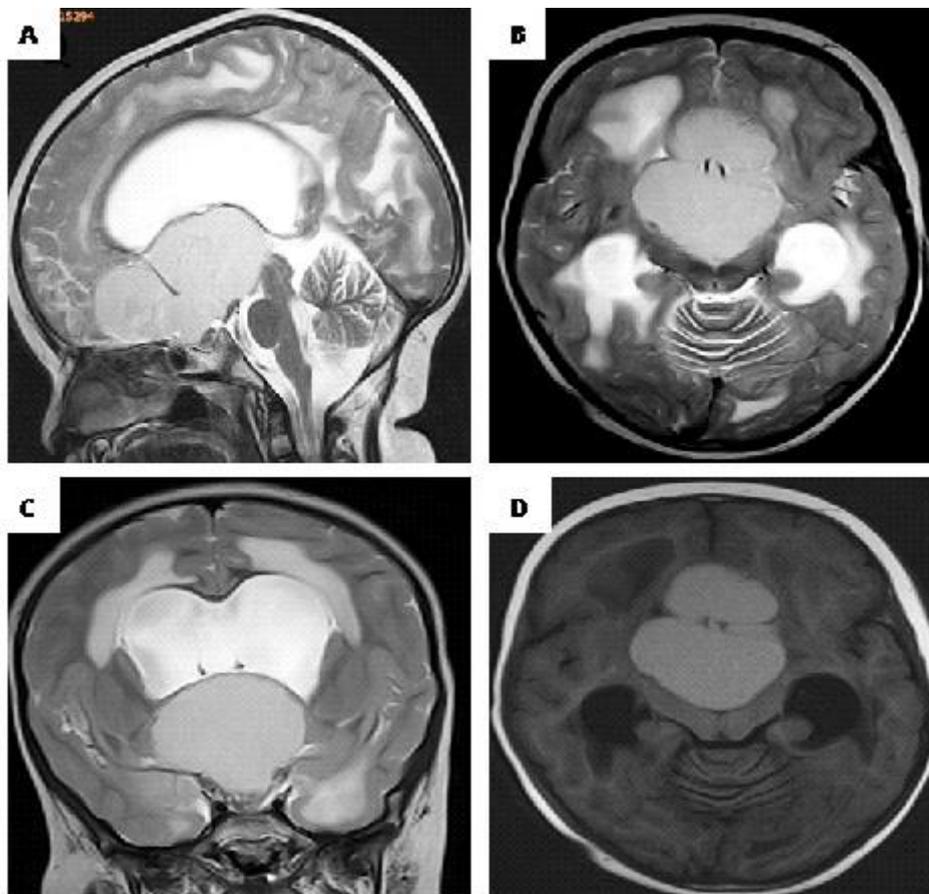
preoperative MRI images A-B-C: T1-weighted and D: T2-weighted showing a large cystic lesion of the sellar and suprasellar region extended under the forehead and behind, compressing and occupying the third ventricle. The cyst obstructs the two Monro foramina, causing a bi-ventricular hydrocephalus with a significant transependymal resorption.
